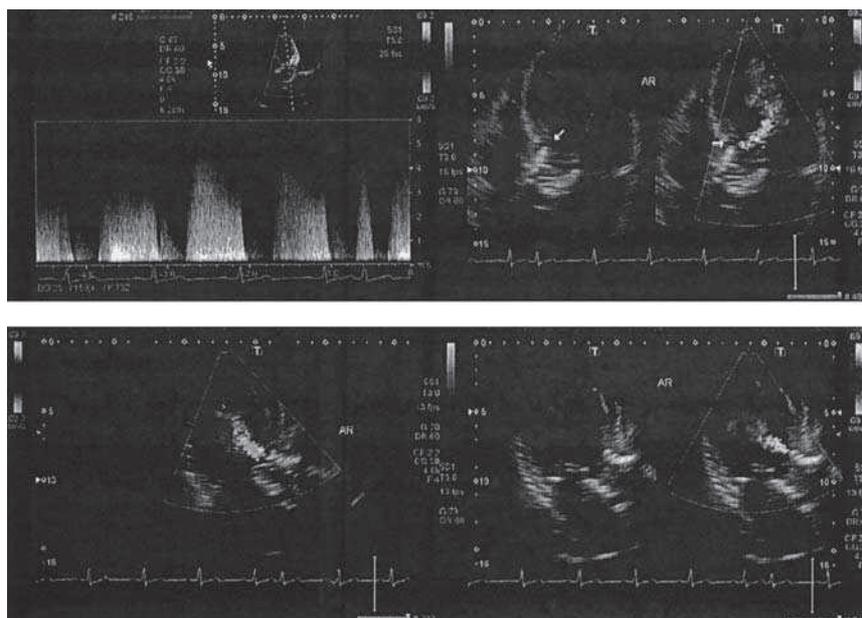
TAVI術後の心エコーにて大動脈壁と Sapien XP との間からのAR (Ⅲ°)を認める
